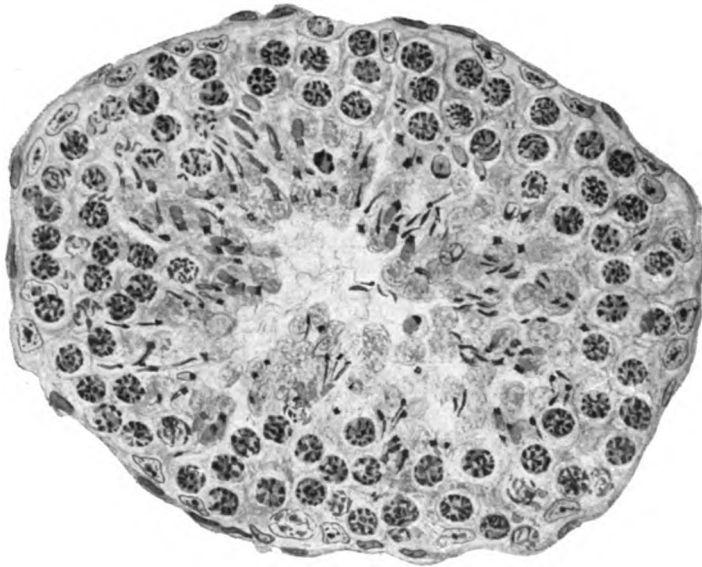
Stadium III der Röntgendepopulation des Hodens (Prot. Nr. 10). Haematox. Eosin, Zeiß, KO. 5 ×, Ap. 90). Inhalt des Samenkanälchens: Sertolizellen, Spermiozyten und Spermien.
